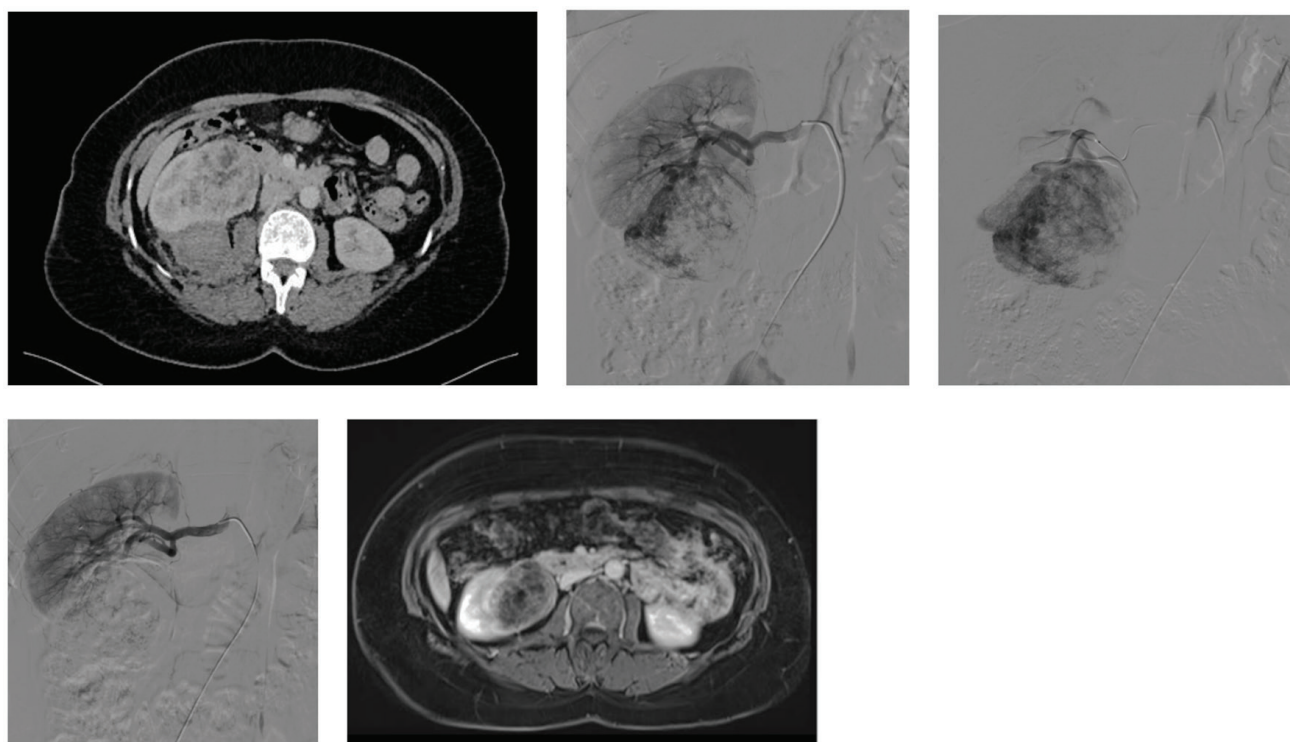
Images from a 49 year old female patient with a ruptured right renal angiomyolipoma (AML). a) Axial contrast-enhanced CT images obtained before treatment shows a right renal AML and a high-attenuating fluid collection at the posterior side of the AML, b,c) Selective and superselective digital subtraction angiography of the right renal artery shows an exophytic hypervascular mass with dysplastic and aneurysmal vessels, d) Completion angiography reveals AML devascularization, e) and 3 month follow-up MR image demonstrating resolution of the retroperitoneal hemorrhage and shrinkage of the tumor
